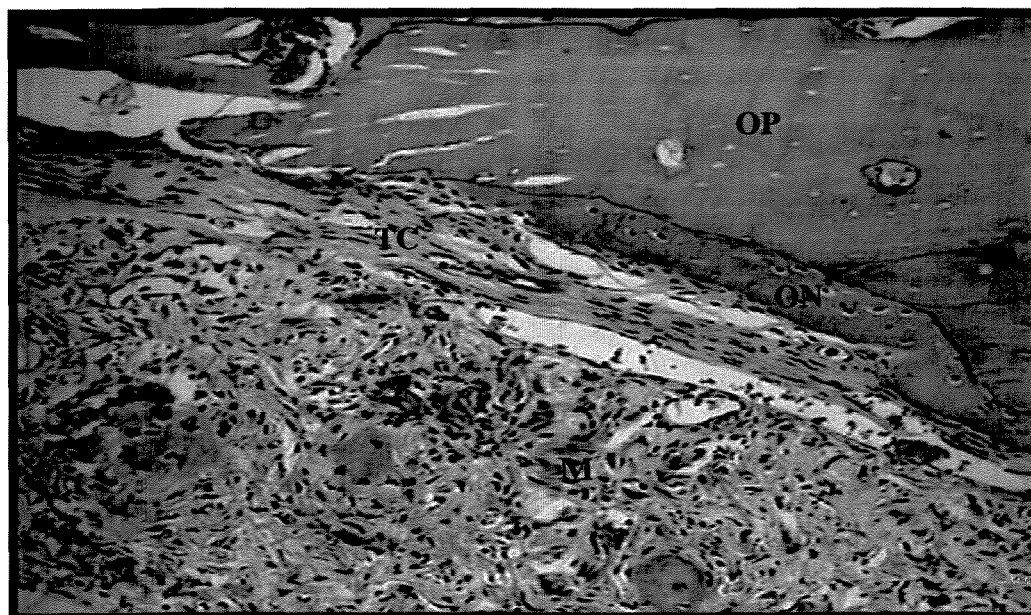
Membranas, aos 28 dias. ON-osso neoformado;OP-osso pré-existente; TC-tecido conjuntivo; M-membrana. HE. Aumento de 160X.
